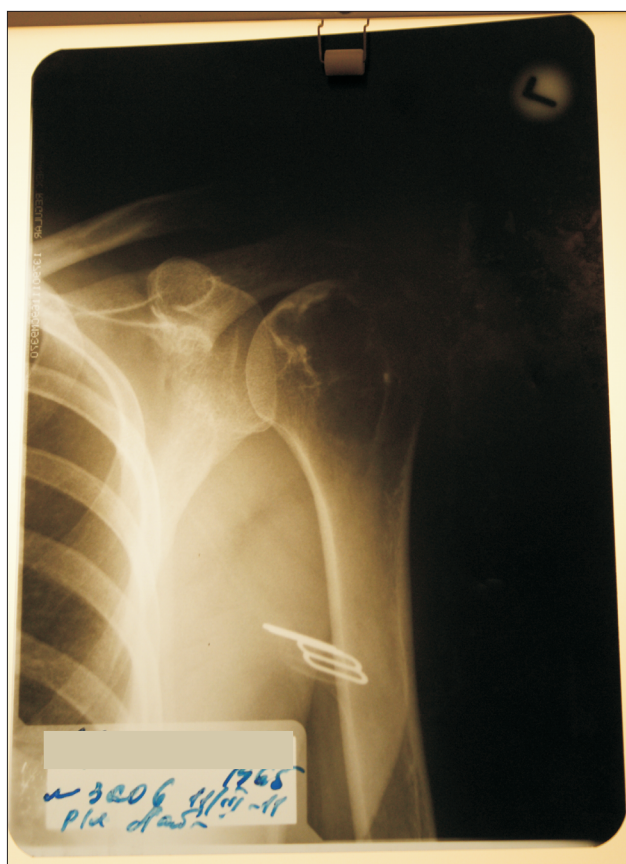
Рентгенологический контроль через 2 мес
